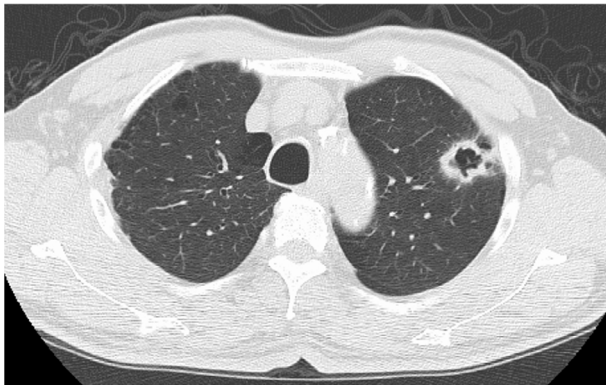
Chest CT performed before lobectomy of the left upper lobe. CT demonstrated a cavitous tumor with pleural indentation in the upper lobe of the left lung.
